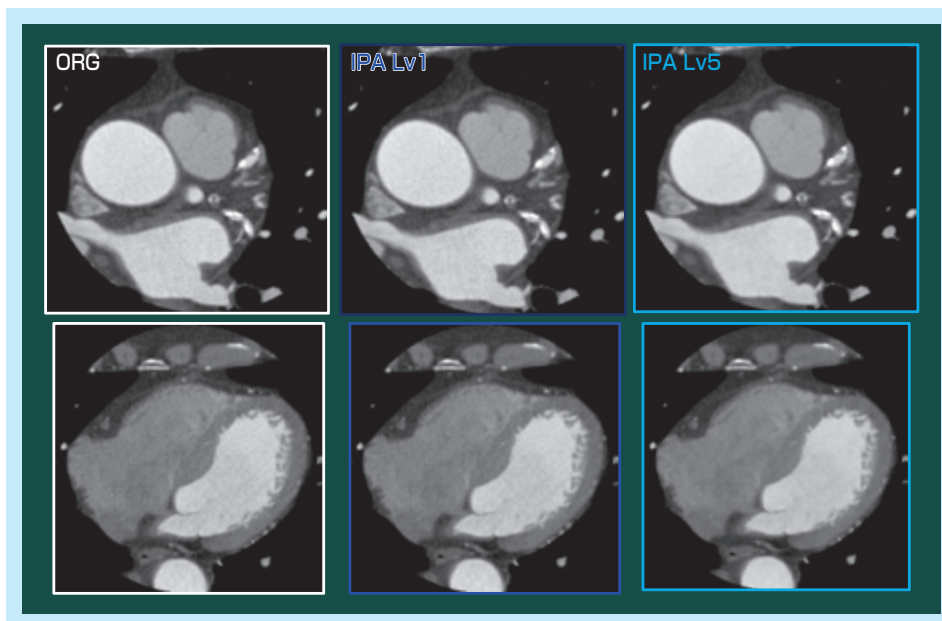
冠動脈CT AX像における逐次処理強度と画像
